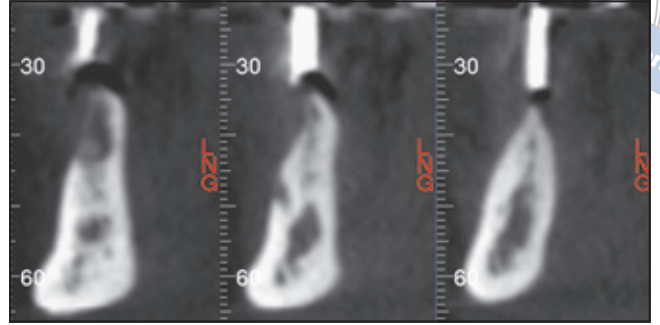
Die präoperative Computertomografie zeigt den stark resorbierten Alveolarkamm.
